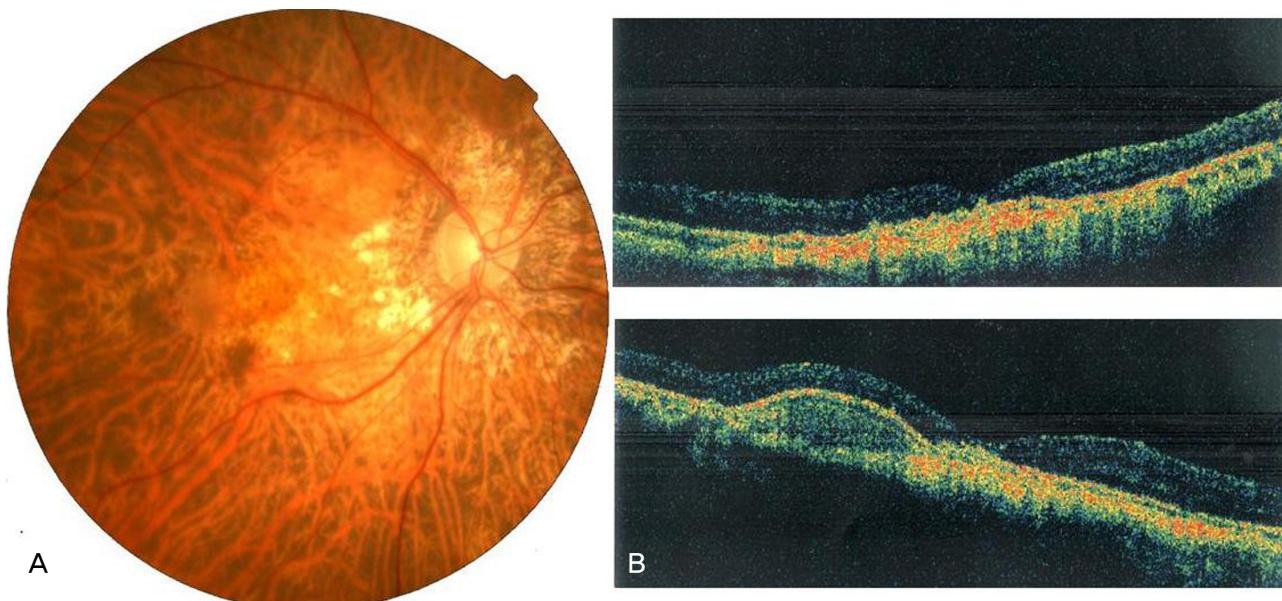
(A) Fundus photograph four months after the vitrectomy, the internal limiting membrane peeling and the fluid–gas exchange. (B) Optical coherence tomographs show that the macular hole was closed completely.
